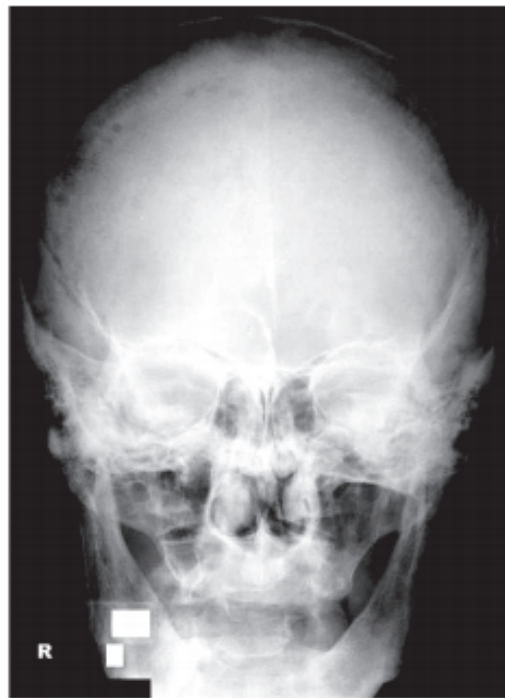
Imagem de radiografia do cadáver (SILVA *et al.*, 2009).
